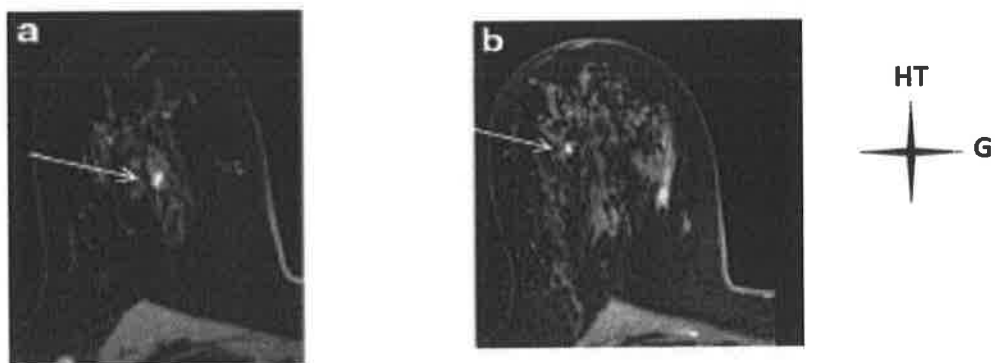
Coupes d'IRM mammaire axiales en T1
